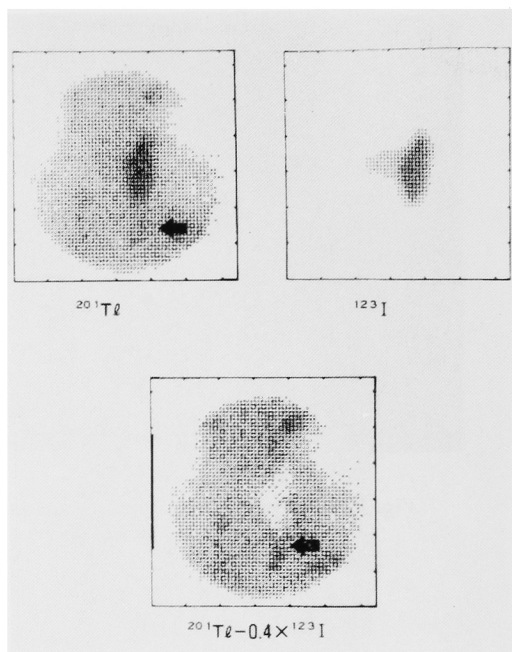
Subtraction parathyroid scintigraphy demonstrates abnormal images (arrows).
